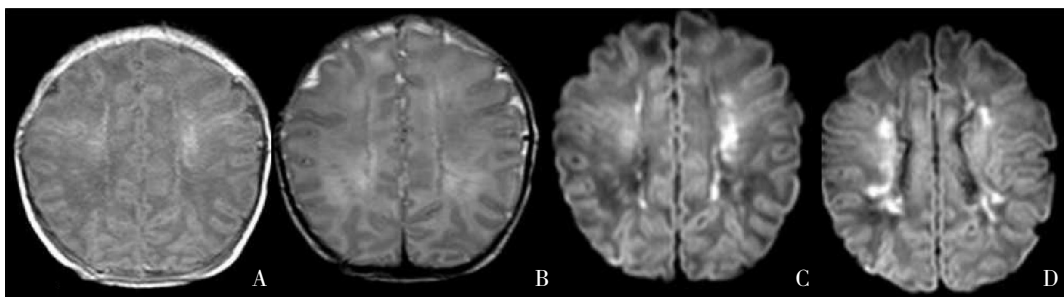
局灶性白质损伤 中度 HIE 生后 4 d MRI 的 T1WI (A) 表现为半卵圆中心白质对称性线状高信号, T2WI (B) 低信号, DWI (C, D) 为高信号。
